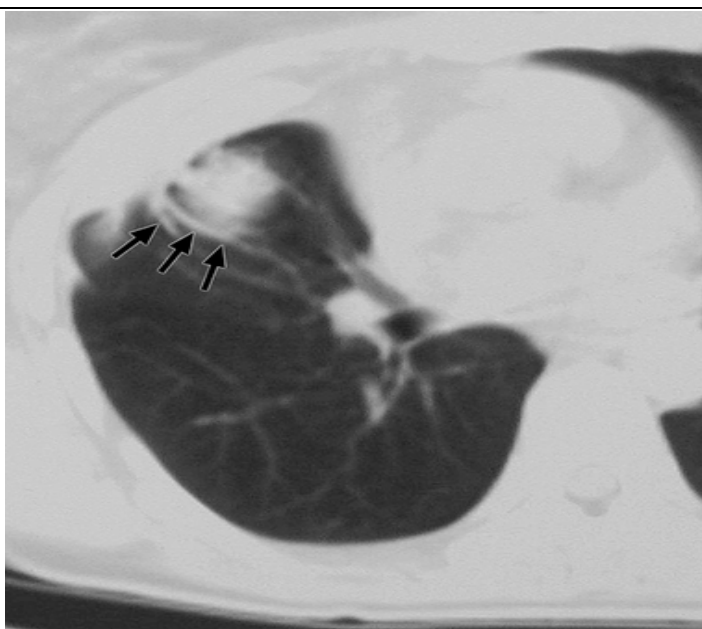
Chez ce patient la radiographie montrait une opacité dans le lobe antérieur droit. La coupe parenchymateuse de scanner ici présentée montre une masse périphérique en regard d'une plèvre épaissie avec une distorsion des structures vasculaires en queue de comète (flèche).[65]
